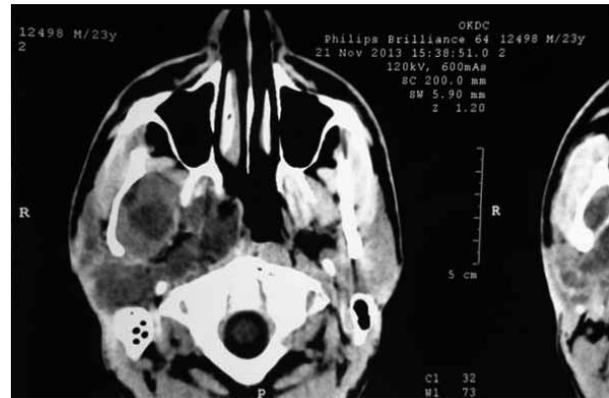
МРТ околоушной области. Опухоль занимает всю крылонебную ямку, деформируя носоглотку с вовлечением верхнечелюстной артерии и вены, смещая внутреннюю сонную артерию и вену кзади
